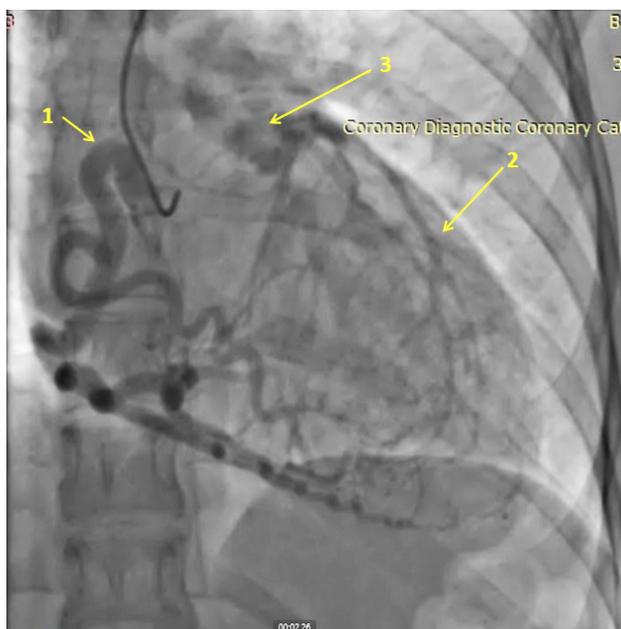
Коронарография: 1 – антеградное контрастное заполнение бассейна правой коронарной артерии; 2 – ретроградное заполнение артерий бассейна левой коронарной артерии рентгеноконтрастным веществом; 3 – сброс контрастного вещества в легочный ствол
